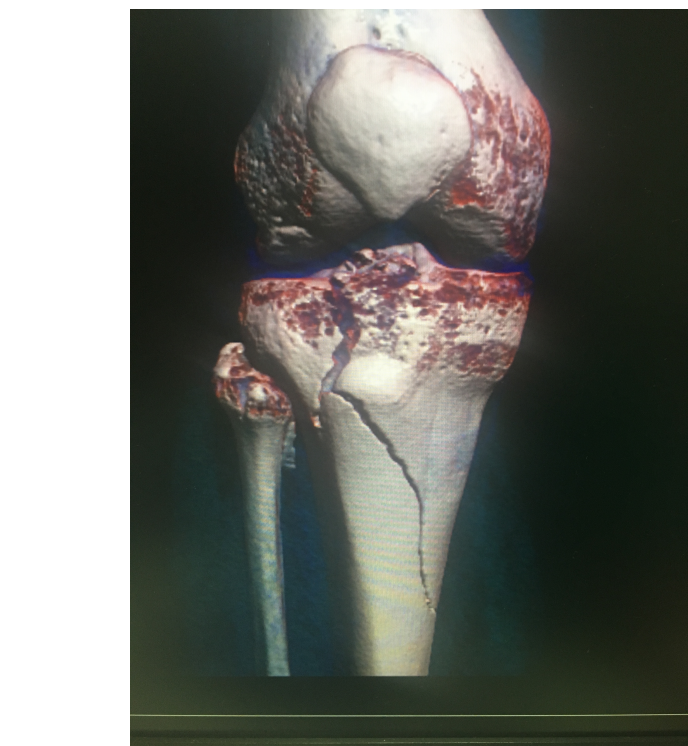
TAC preoperatorio
